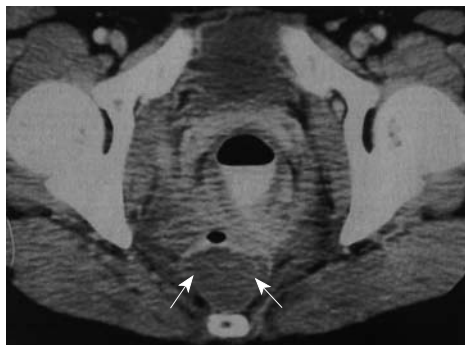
直肠后囊肿CT显像. 箭头所示囊肿为单腔, 占据直肠后间隙.
